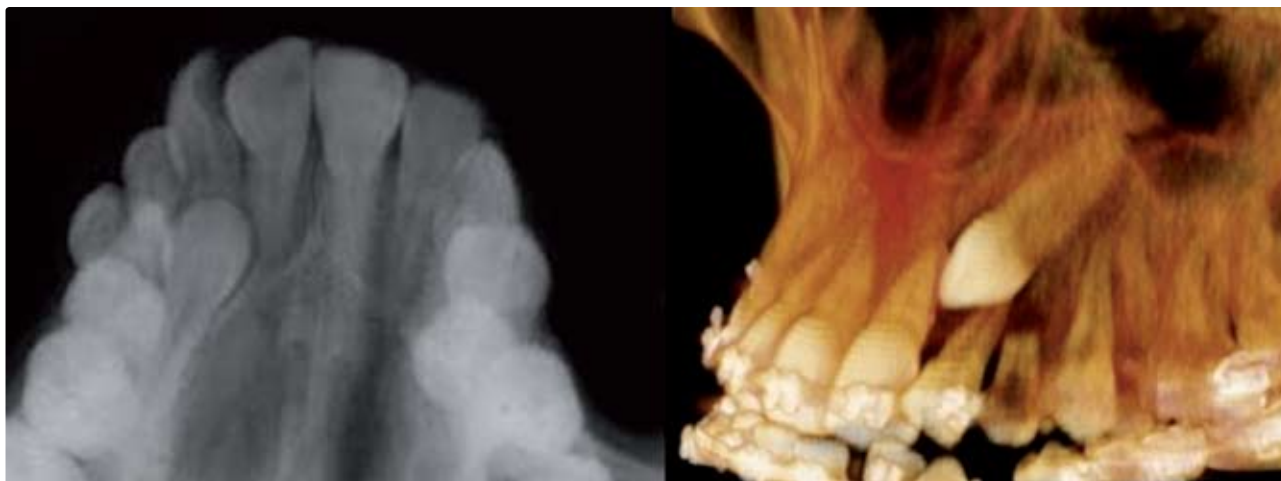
Radiografia oclusal à esquerda sugerindo uma impatcação palatina no canino superior esquerdo e à direita onde se pode visualizar claramente o posicionamento vestibulopalatino do dente incluído por meio da reconstrução em 3D (Accorsi, 2009).
